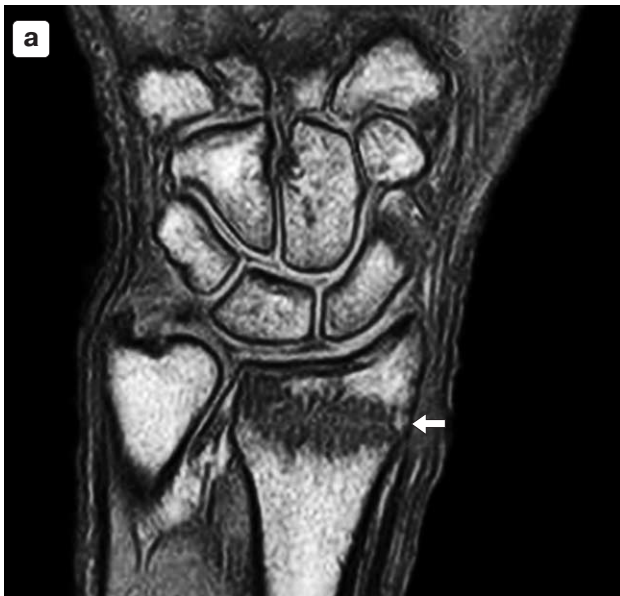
Скрытый перелом метаэпифиза лучевой кости. На фронтальных МР-томограммах T1-ВИ (а) и T2-ВИ с подавлением МР-сигнала жира (б) определяется линия перелома (стрелка), окруженная зоной отека костного мозга. Через 1 мес на рентгенограмме в прямой проекции (в) определяются остеосклеротические изменения по ходу ранее выявляемой линии перелома (стрелка).
